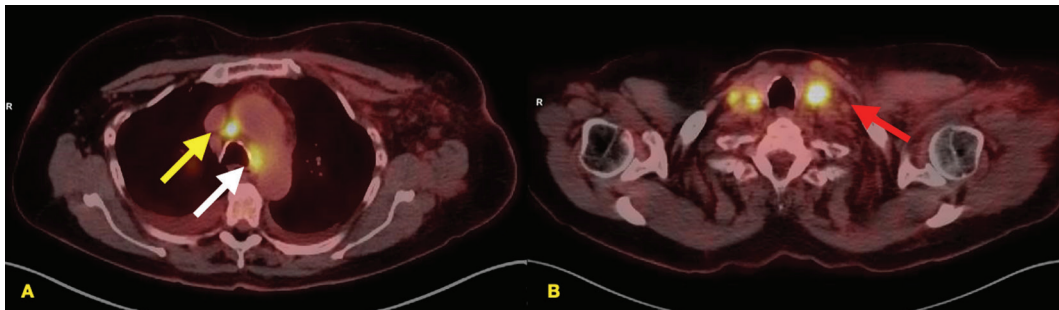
N3 linfonodos hilares ou mediastinais contralaterais e linfonodos supraclaviculares ipsilaterais ou contralaterais. A e B imagens de fusão do PET-CT FDG demonstram linfonodos paratraqueais inferiores direito (seta amarela) e esquerdo (seta branca) e supraclaviculares bilateralmente (seta vermelha)
